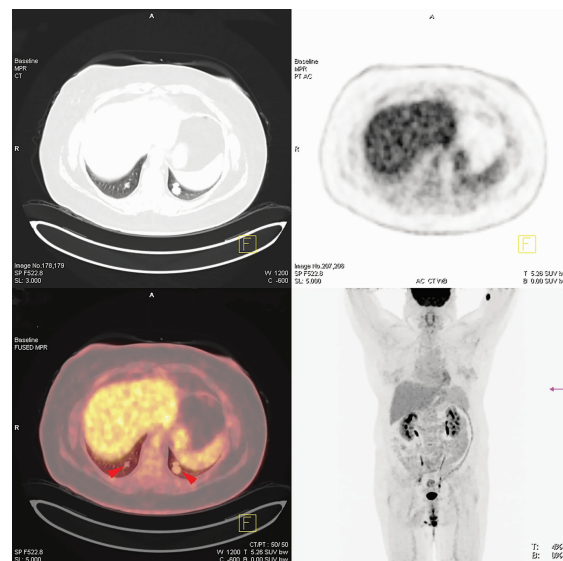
¹⁸F-FDG PET/CT 示双肺多发实性小结节, FDG 轻度摄取增高
